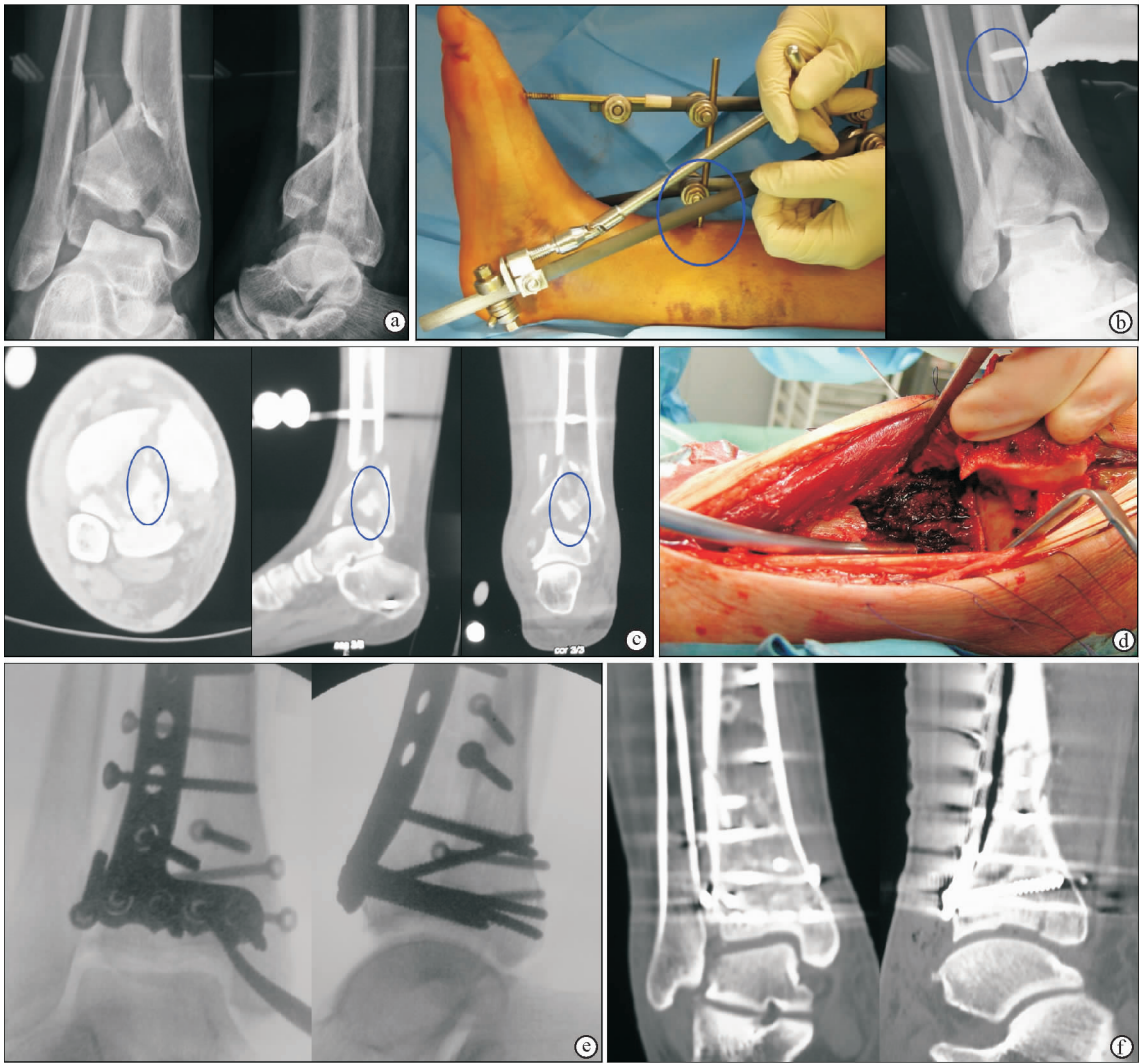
分期手术治疗 C2.2 型 Pilon 骨折 a. 术前正侧位 X 线片显示 C2.2 型 Pilon 骨折 b. 就诊当天跨关节外固定架固定, X 线片显示固定螺钉穿过骨干骨折线 c. 外固定后 CT 检查显示不同截面上关节面骨块移位位置 d. 术中图片显示前侧骨块翻开,关节面骨块复位 e. 第 2 次手术后正侧位 X 线片显示钢板螺钉内固定位置 f. 第 2 次手术后 CT 检查显示关节面骨块复位情况
